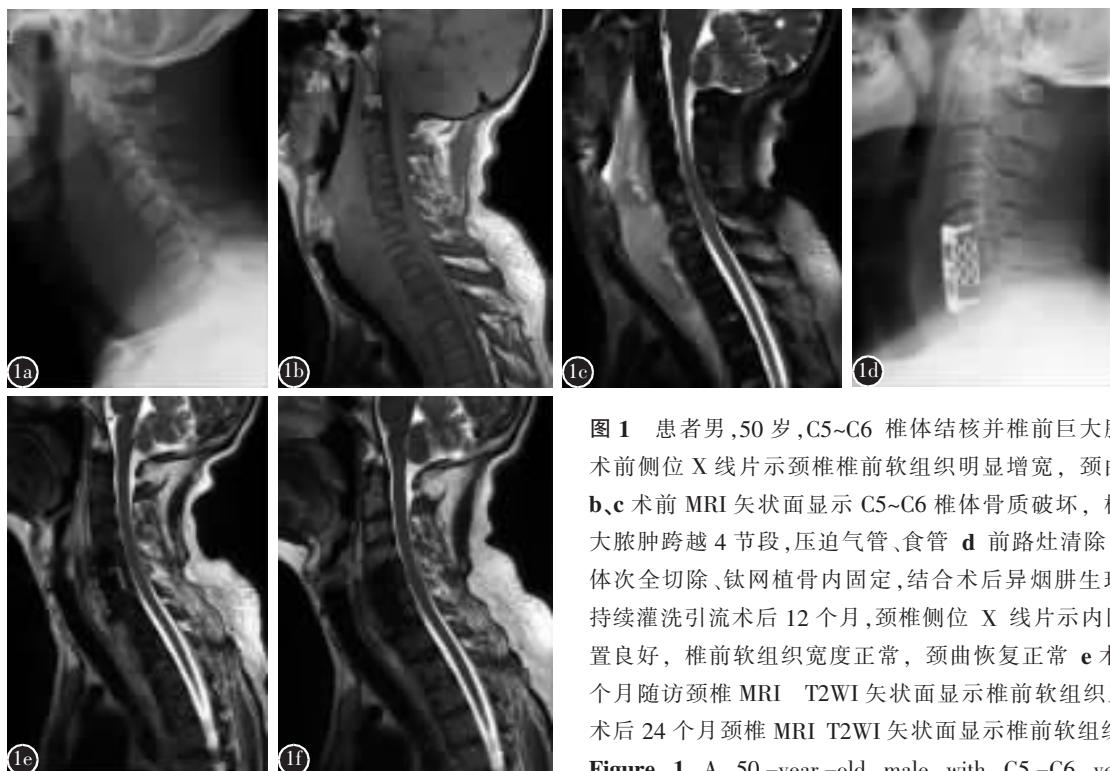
患者男,50岁,C5~C6椎体结核并椎前巨大脓肿 a术前侧位X线片示颈椎椎前软组织明显增宽,颈曲变直b、c术前MRI矢状面显示C5~C6椎体骨质破坏,椎前巨大脓肿跨越4节段,压迫气管、食管d前路灶清除、C6椎体次全切除、钛网植骨内固定,结合术后异烟肼生理盐水持续灌洗引流术后12个月,颈椎侧位X线片示内固定位置良好,椎前软组织宽度正常,颈曲恢复正常e术后12个月随访颈椎MRI T2WI矢状面显示椎前软组织正常f术后24个月颈椎MRI T2WI矢状面显示椎前软组织正常
